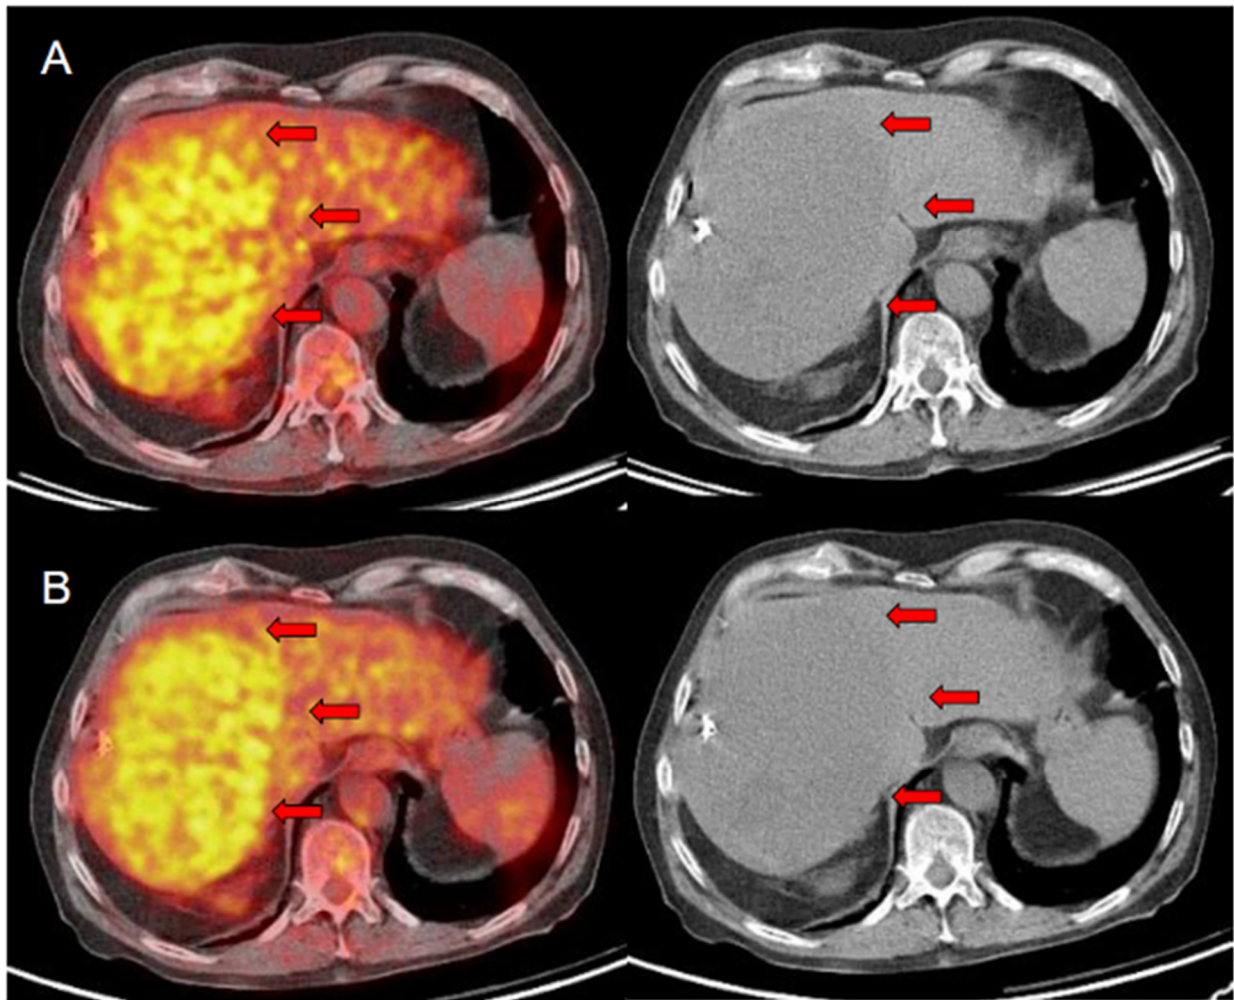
FDG PET/CT Aufnahmen eines Patienten mit FDG positivem HCC vor Radioembolisation (A) sowie 4 Wochen danach. Die Läsionen sind durch das Pfeil markiert. Links: fusionierte PET/CT Aufnahme; rechts unfusionierte CT Aufnahme. Der Patient war ein metabolischer non-Responder und hatte eine Gesamtüberlebenszeit von 5 Monaten.
